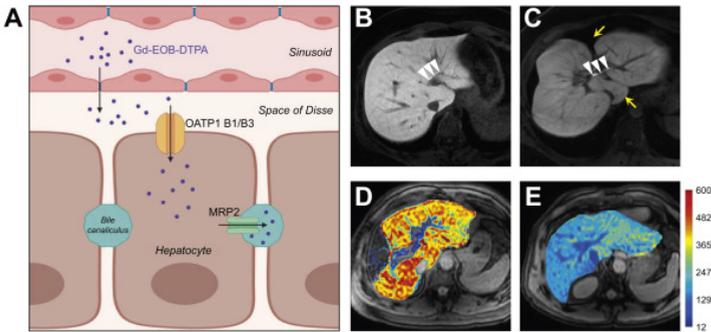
Mecanismo de captación y excreción del agente hepatobiliar Gd-EOB-DTPA y resonancia magnética mejorada con Gd-EOB-DTPA para la evaluación de la función de transporte de hepatocitos. Fuente: Advances in functional and molecular MRI technologies in chronic liver diseases
